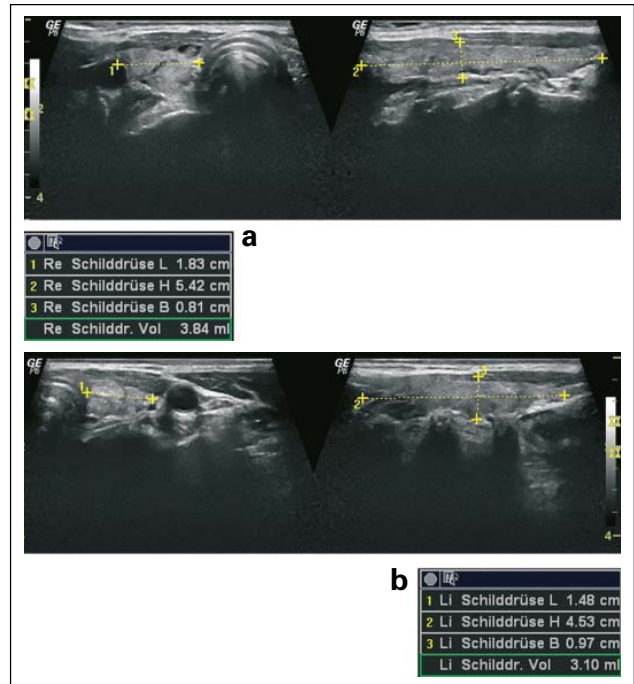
Dieselbe Patientin vier Monate später. 2a: Mäßige Volumsabnahme im rechten Lappen, sonografisches Muster wie bei der Erstvorstellung (links Querschnitt, rechts Längsschnitt). 2b: Der linke Lappen nun deutlich kleiner als bei der Erstvorstellung. Deutliche Normalisierung des Parenchymusters im Ultraschall.
